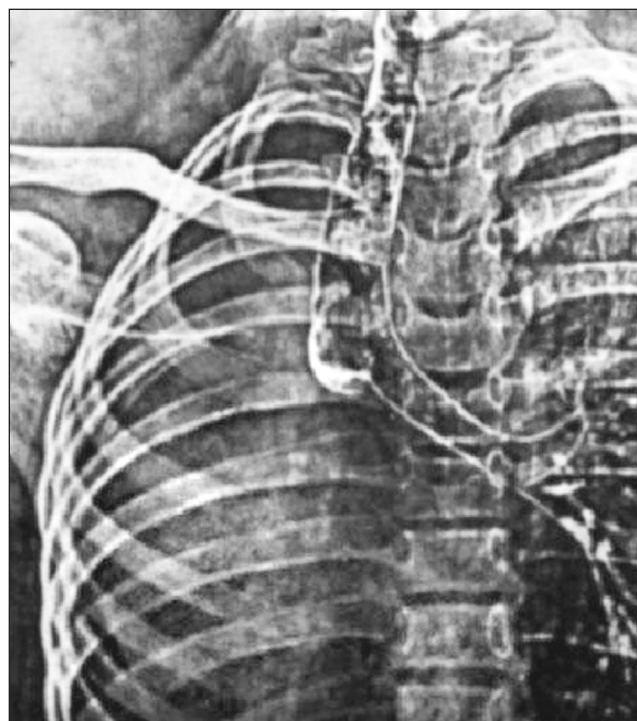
Обзорная электрорентгенограмма легких. Резкое смещение срединной тени вправо вследствие агенезии правого легкого. На бронхограмме виден переход смещенной вправо трахеи в левый главный бронх. Бронхиальное дерево справа отсутствует
